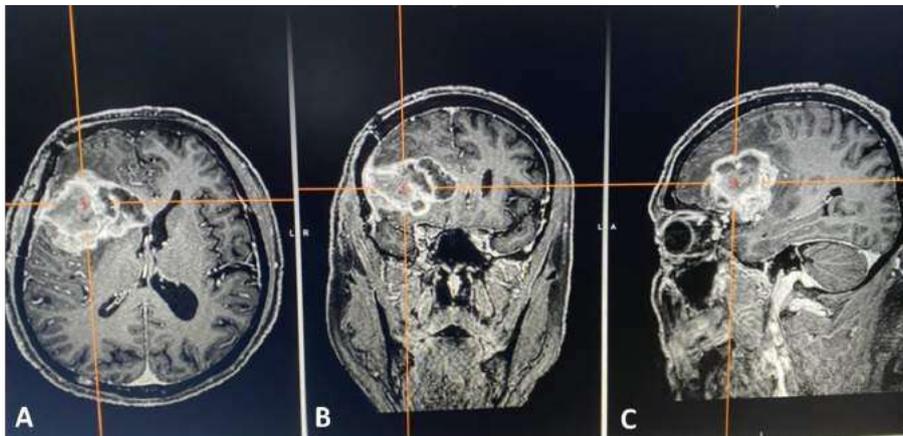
Características radiológicas vista em imagens de RM em T1 com contraste. Destaca-se a heterogeneidade da lesão com captação de contraste e pontos de necrose central (A, B e C).
